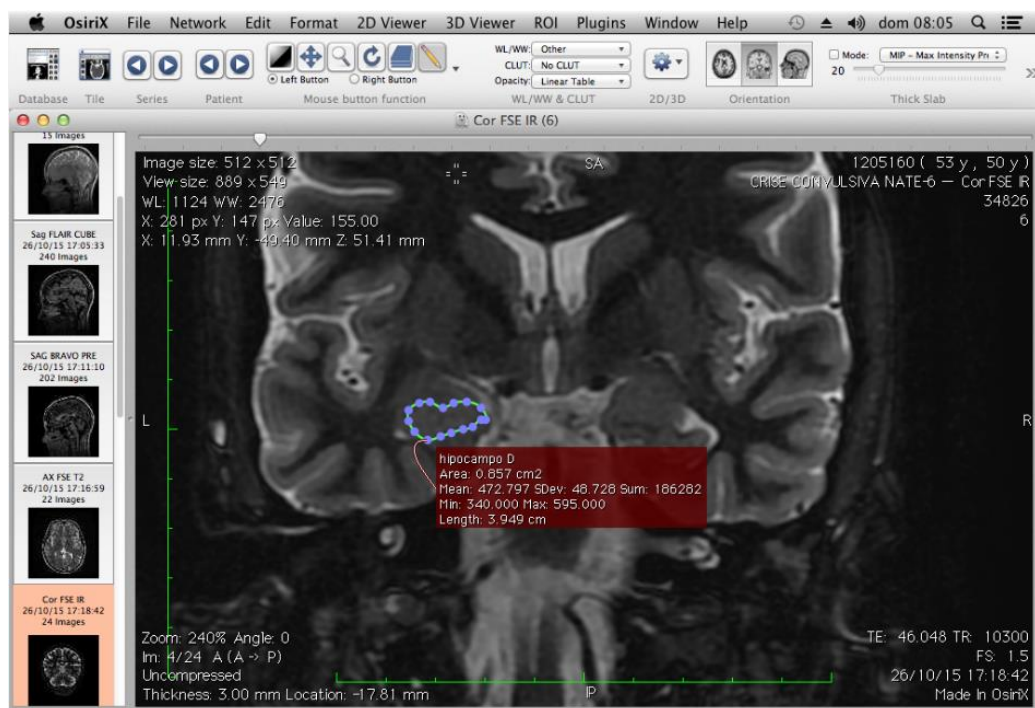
Segmentação manual no software OsiriX™. Ressonância Magnética em plano coronal indicando o hipocampo esquerdo já segmentado com contorno.
